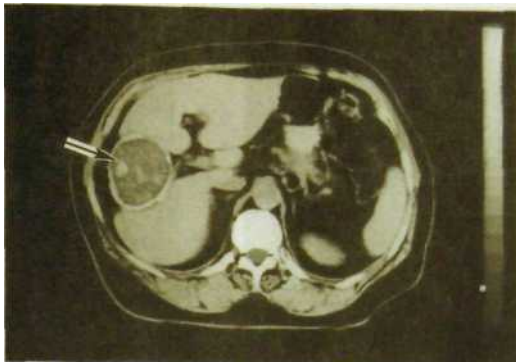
Компьютерная томограмма печени. Эхинококковая киста с отложением извести в фиброзной капсуле кисты (указана стрелкой).
